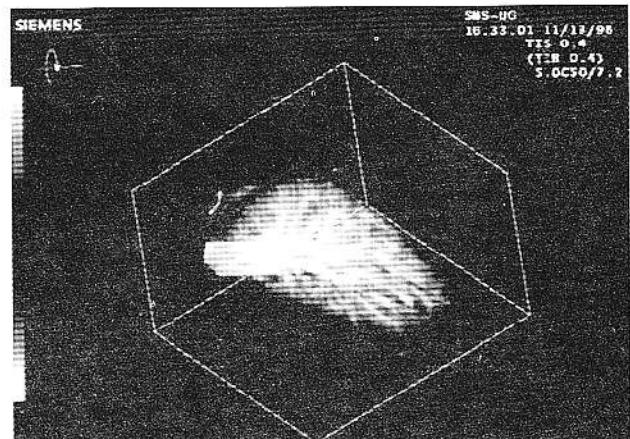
Ecografie power Doppler tridimensională : vascularizație renală.
